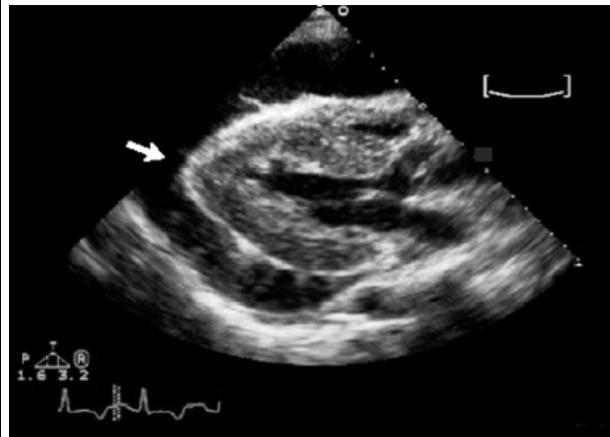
Echocardiographie en effusion péricardique
